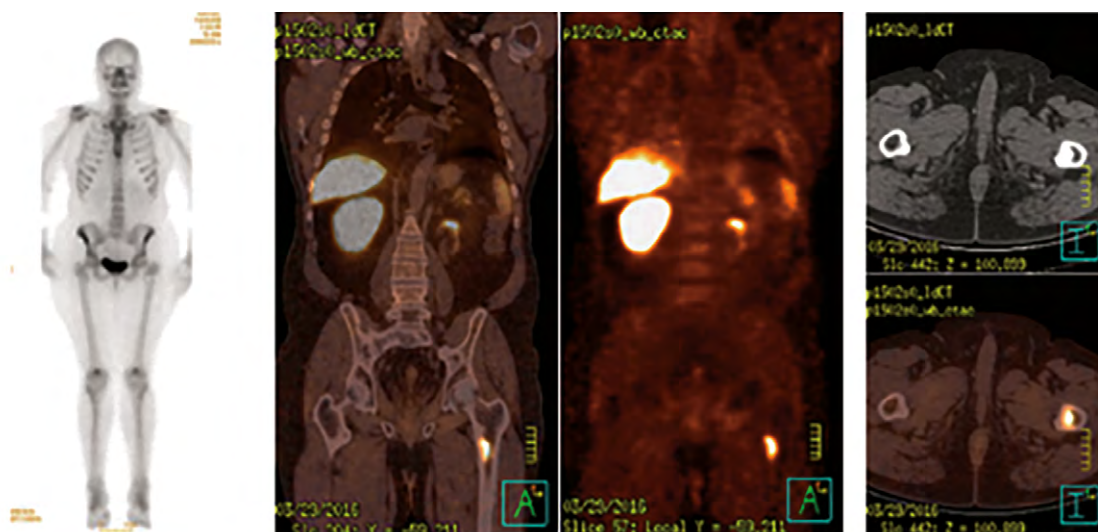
Centellograma óseo normal. TEP/TC (tomografía por emisión de positrones/tomografía computarizada) lesión captaante en tercio proximal del fémur.
